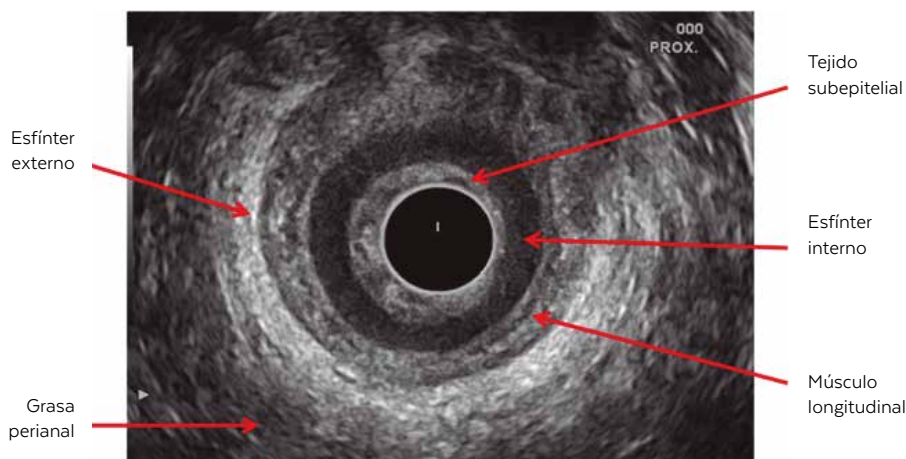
Planos anatómicos de la ecografía endoanal. Corte axial de ecografía endoanal. Se distinguen los 5 planos que conforman la estructura del canal anal de dentro a fuera: capa hiperecoica del tejido subepitelial; plano hipoeicoico: esfínter anal interno (EAI); plano acústico mixto: músculo longitudinal; plano hiperecoico heterogéneo: esfínter anal externo (EAE); y plano acústico heterogéneo: grasa perianal
